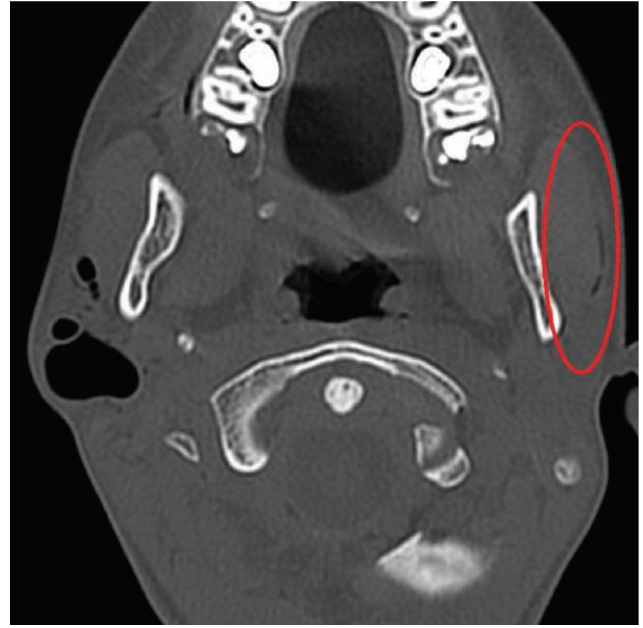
CT in a patient with pneumoparotid. A dilated Stensen's duct on the left
